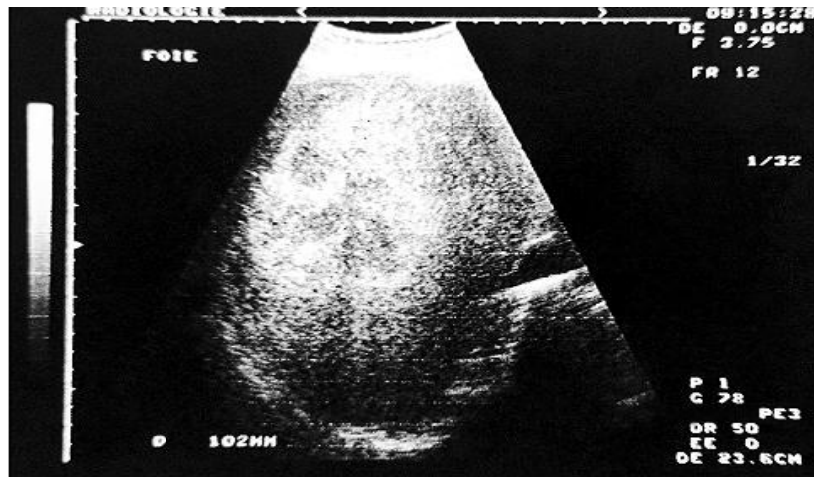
Échographie abdominale : volumineux angiome hyperéchogène avec renforcement postérieur [112]
